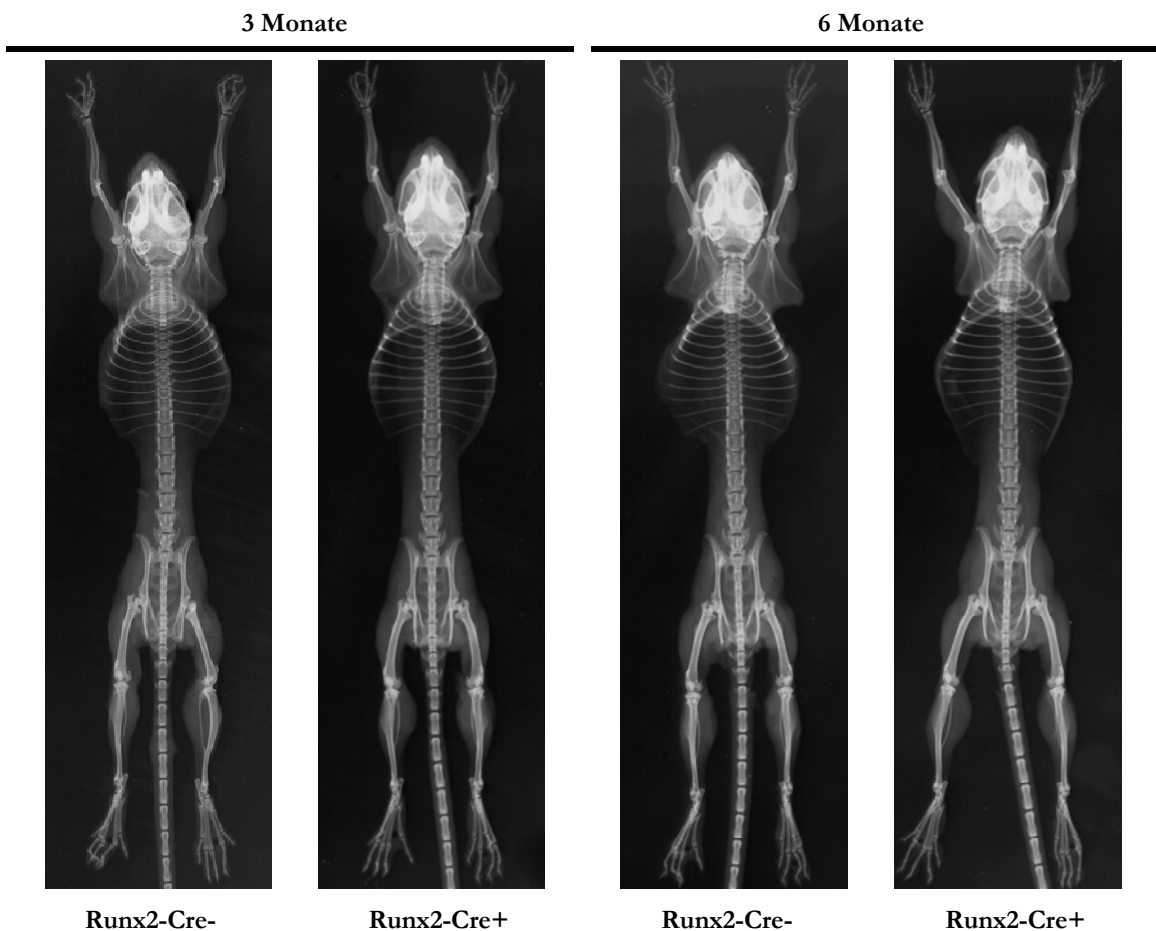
Röntgenaufnahmen der Skelette von *ApoE*^{flox/flox}-*Runx2-Cre*-Mäusen.
